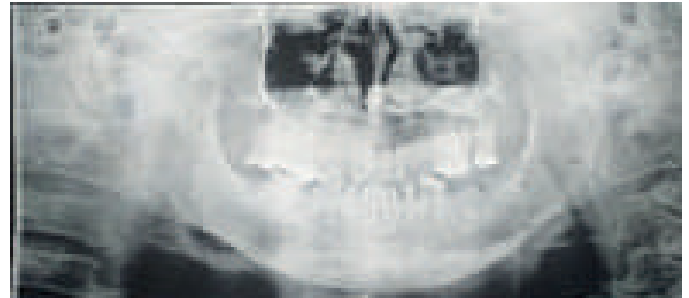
Radiographie initiale
